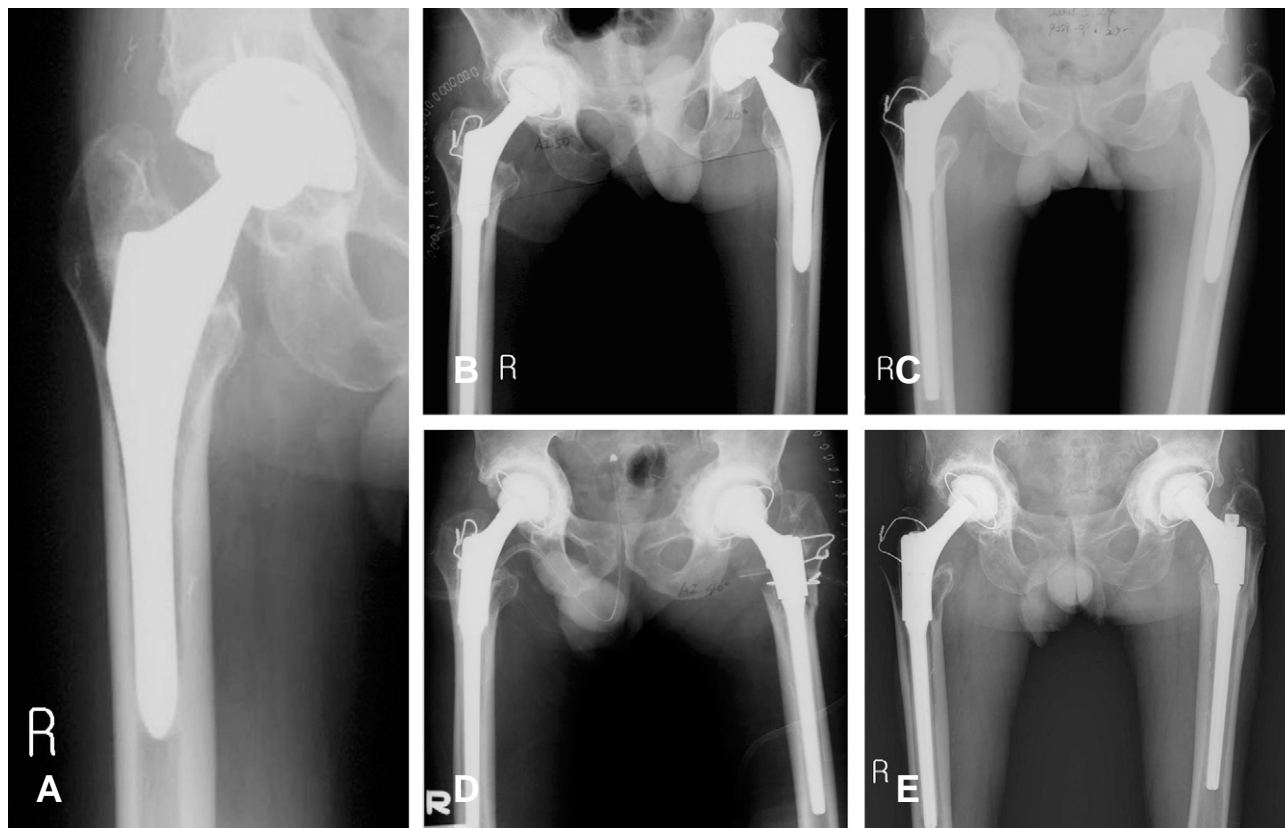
(A). Preoperative radiograph show bone deficiency around Rt. Acetabular cup. This 50 years old male patient had been treated with total hip arthroplasty 7 years ago due to avascular necrosis. (B). Immediate operative radiograph of Rt. Hip. Acetabular reconstruction with allogenic chip bone and cemented ceramic cup was performed. (C). Postoperative 24 months follow-up radiograph. And Lt. hip shows segmental defect around acetabular cup. (D). Immediate operative radiograph of Lt. Hip. Acetabular reconstruction with allogenic chip bone and cemented ceramic cup was performed. (E). Postoperative 65 months and 41 months follow-up radiograph of Rt. and Lt. hip respectively. Radiolucent line was not seen at both hip and the patient had no hip pain at walking.
